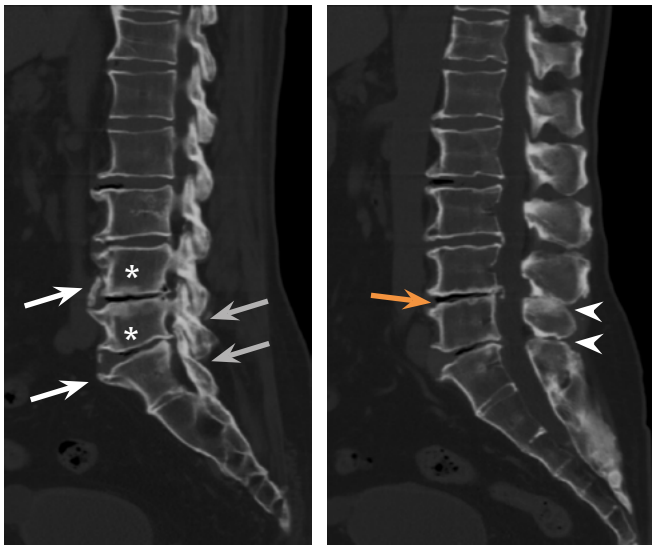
La TC permite una adecuada evaluación de las estructuras óseas de la columna vertebral. Se muestran dos imágenes sagitales de un paciente con cambios degenerativos evolucionados consistentes en formación de osteofitos (flechas blancas), fenómeno de disco vacío intervertebral (flecha naranja), esclerosis de plataformas vertebrales (asteriscos), pinzamiento del interespacio y esclerosis de articulaciones interapofisarias (flechas grises) y desarrollo de pseudoarticulaciones entre apófisis espinosas conocido como síndrome de Bastrup (cabezas de flecha blancas).
